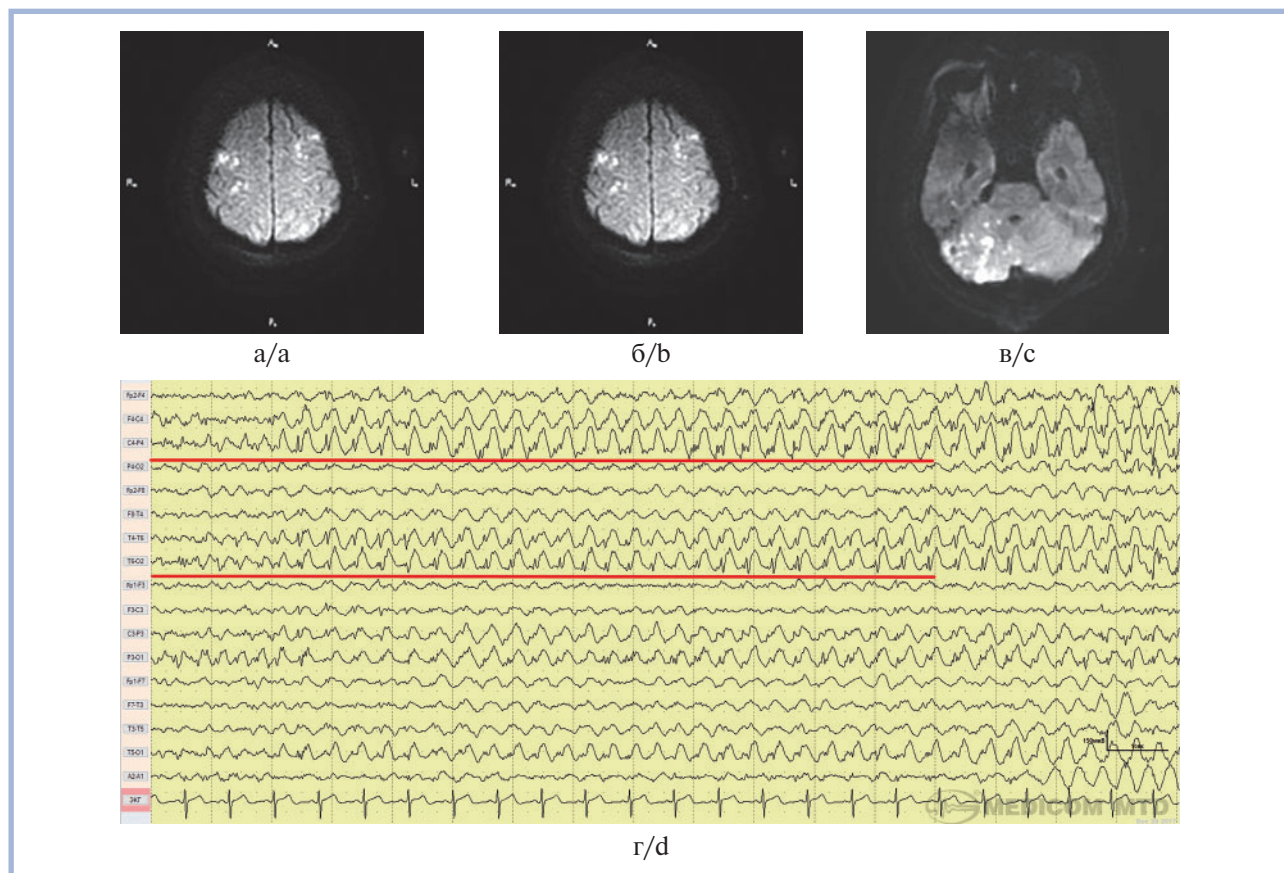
Пациентка 4. Магнитно-резонансная томограмма на 2-е сутки после операции в режиме ДВИ.
